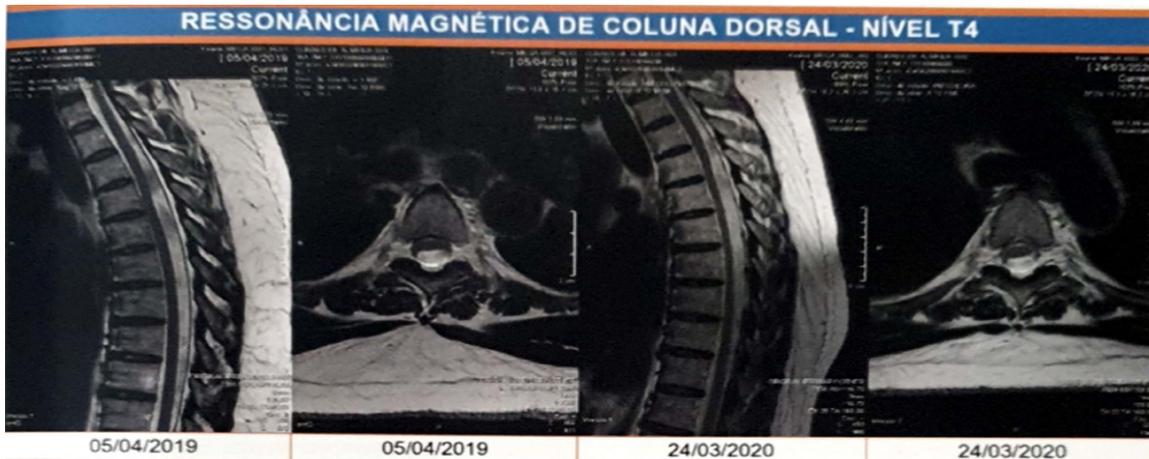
Ressonância Magnética de pré-operatório: Observa-se um deslocamento ventral focal do cordão medular torácico de T4 a T6, quase tocando a dura mãe anteriormente, sem sinais de herniação medular ou defeitos durais. O espaço liquórico posterior é focalmente alargado no nível de T4. Há uma indentação no cordão medular posterior no nível de T4, semelhante ao “sinal do bisturi”, o que sugere a possibilidade de membrana aracnóide dorsal. Ademais, verifica-se hemangioma no corpo vertebral de T9. Achados sem alterações relevantes em relação a RM de 05/04/2019, porém paciente apresentou piora do quadro e sintomatologia característica.
